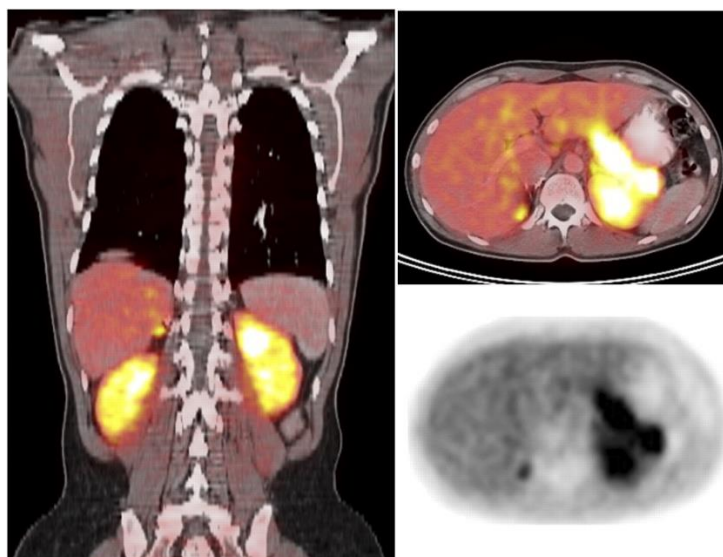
CT snímek feochromocytomu
